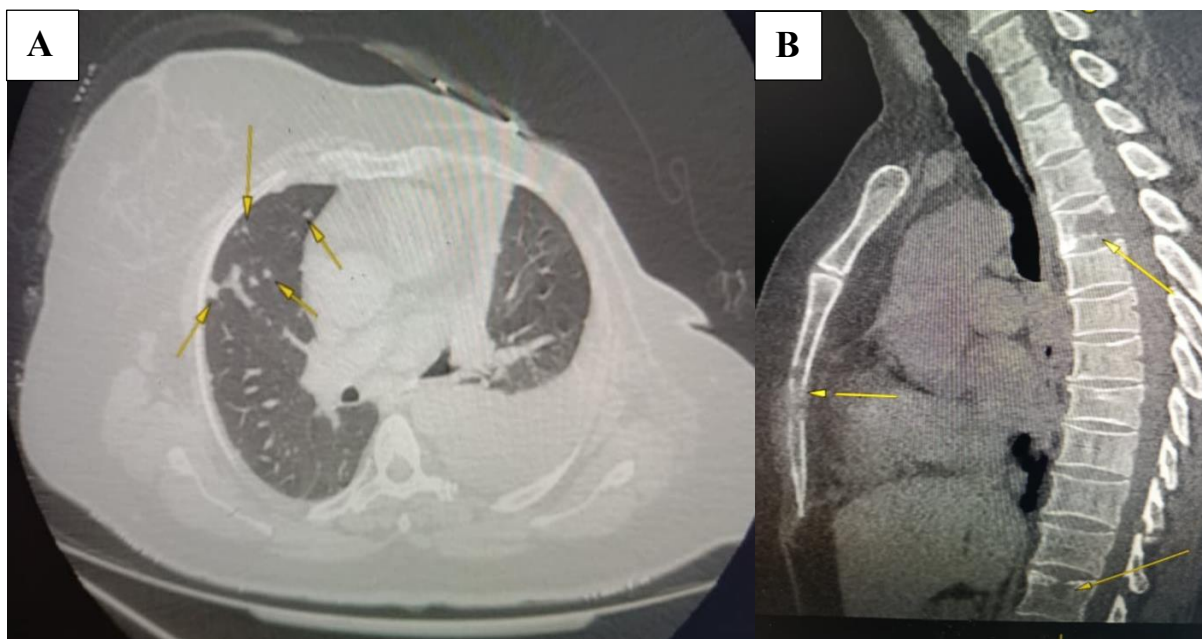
Примеры множественного метастатического поражения органов и тканей при раке молочной железы (КТ-визуализация): А – КТ органов грудной клетки (легочное окно, аксиальный срез): мелкие множественные очаги в паренхиме правого легкого (указаны стрелками). В – КТ органов грудной клетки и позвоночника (костное окно, сагиттальная проекция): диффузные склеротические (остеобластические) изменения тел грудных позвонков и грудины, соответствующие вторичному поражению скелета (остеобластические mTS, указаны стрелками)
